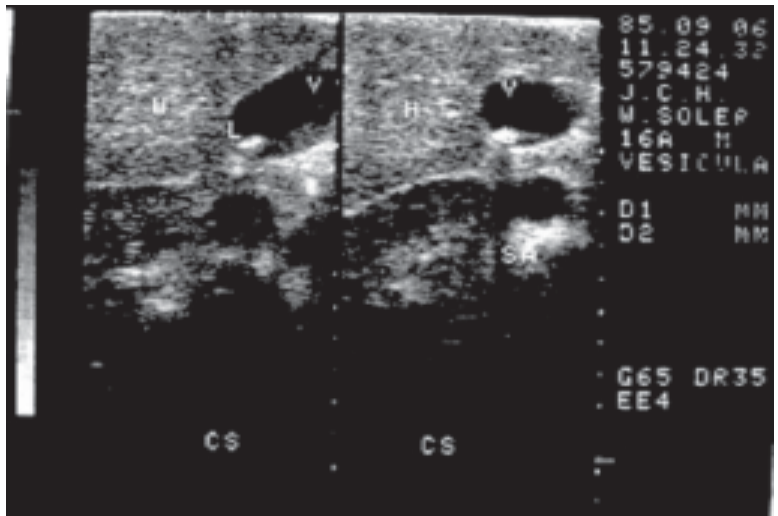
Ultrasonido diagnóstico (corte sagital). Imagen ecogénica en el interior de la vesícula biliar, con sombra acústica posterior.
